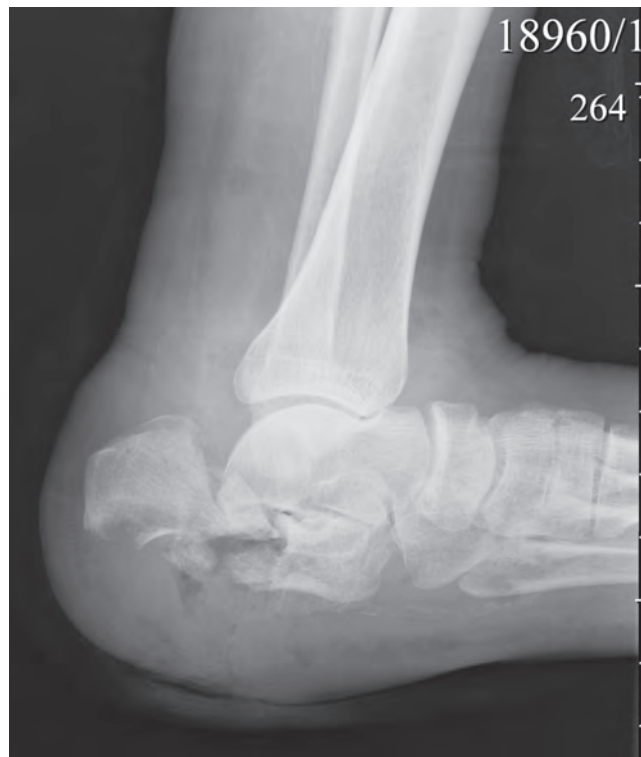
Рентгенограмма пораженной стопы
